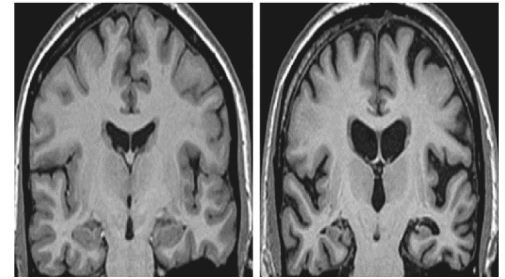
Krahasimi i RM-së ndërmjet të rriturit të shëndoshë dhe atij të prekur nga Alzheimeri
